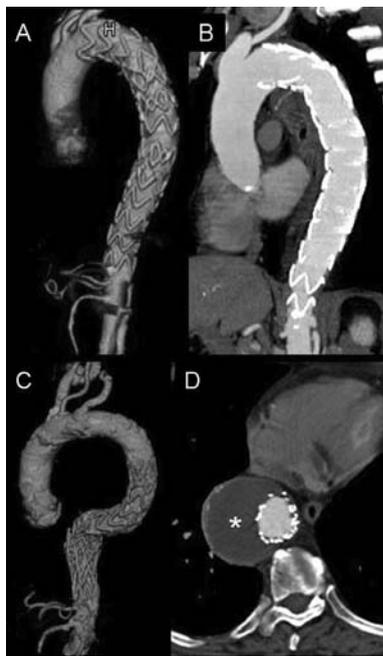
Immagini di tomografia computerizzata post-trattamento endovascolare (stessi pazienti mostrati in Figura 4): si osserva la completa esclusione e retrazione cicatriziale del falso lume nel primo paziente (A e B) e la completa esclusione e trombosi (*) della sacca aneurismatica (C e D) nel secondo.
